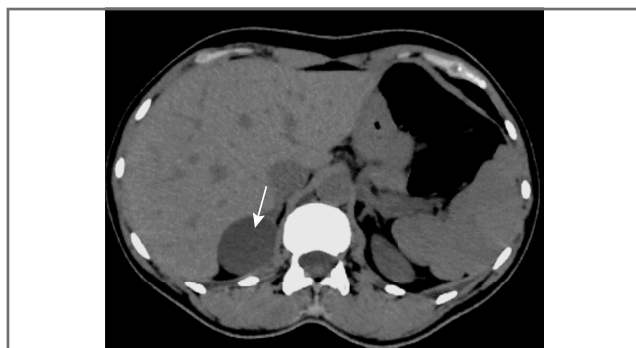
Простая киста правого надпочечника (стрелка). МСКТ, аксиальная проекция, нативная фаза.
